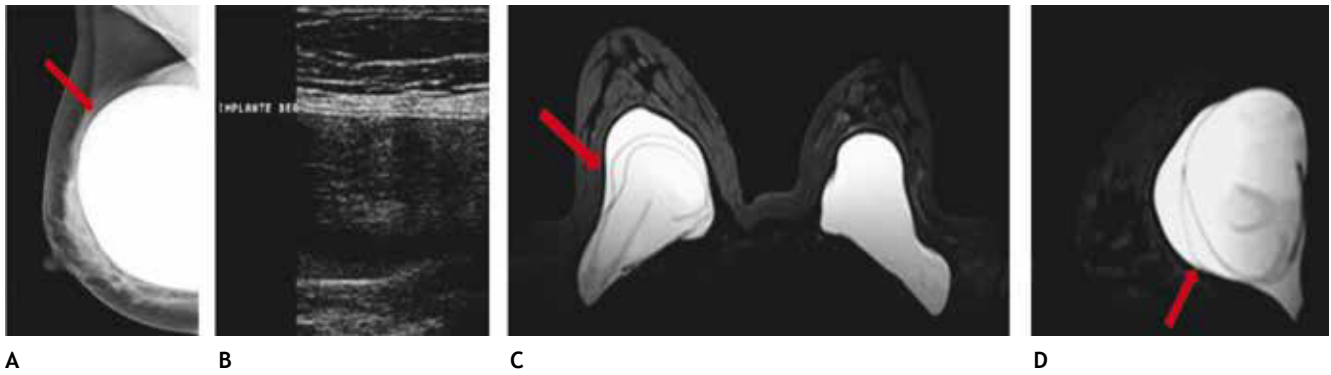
A) Paciente asintomática de 41 años, prótesis mamaria derecha de silicón, subpectoral con deformidad del contorno superior (flecha). B) Agujero negro derecho con “signo de la escalera”, descartar ruptura intracapsular, BIRADS 0, se recomienda resonancia simple. C) y D) Secuencia para silicón con “signo de Linguini” derecho, ruptura intracapsular (flechas); prótesis izquierda sin alteraciones: BIRADS 2.
